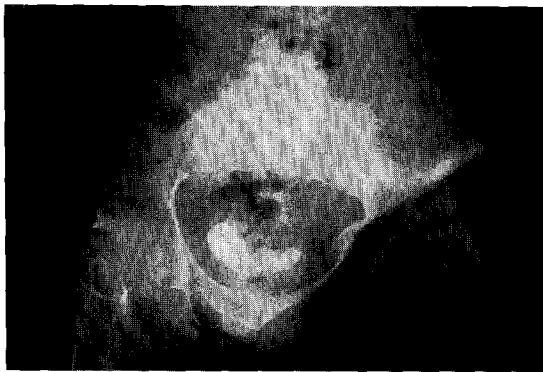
Preoperative pelvic X-ray. There were osteomyelitis and osteolysis of left pelvic wing and ischium, note the absent left obturator foramen.
